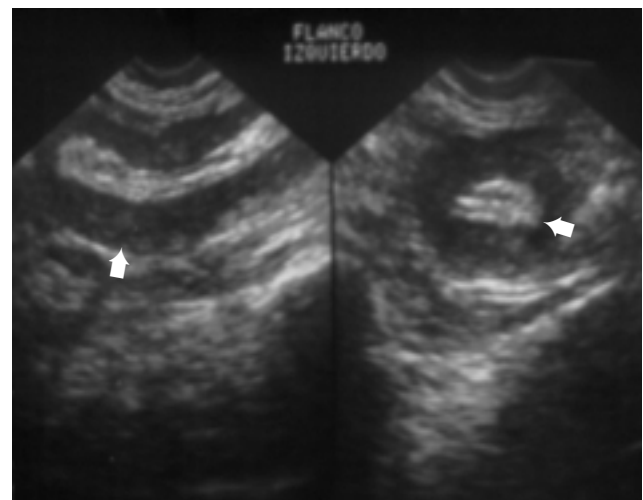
Ecografía de abdomen: Imagen en pseudorriñón.
